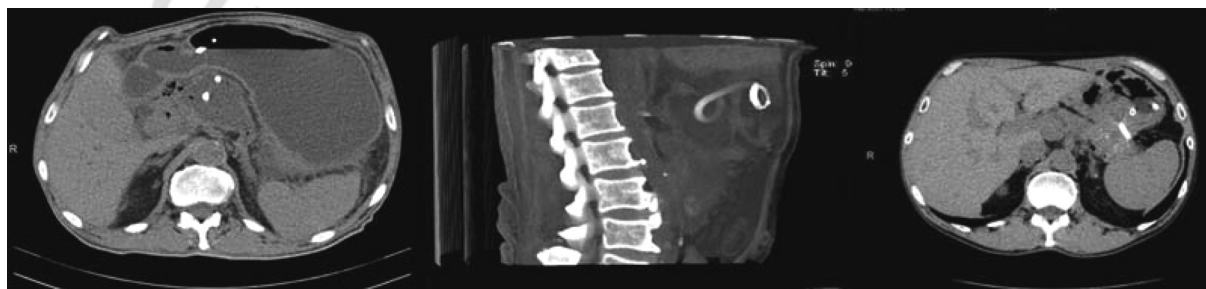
КТ контроль установленных цистогастростентов
